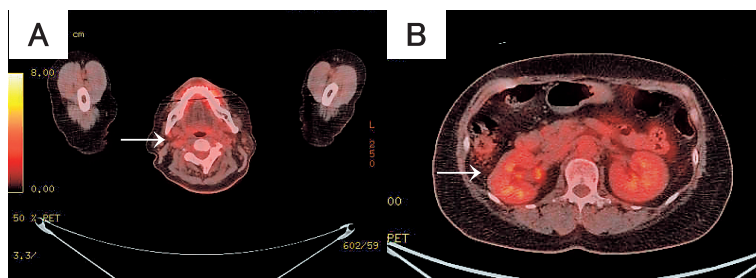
FDG-PET/CT findings. Three months after halting MTX, FDG accumulations had disappeared. (A) The right cervical lymph node. (B) The right renal nodule.
